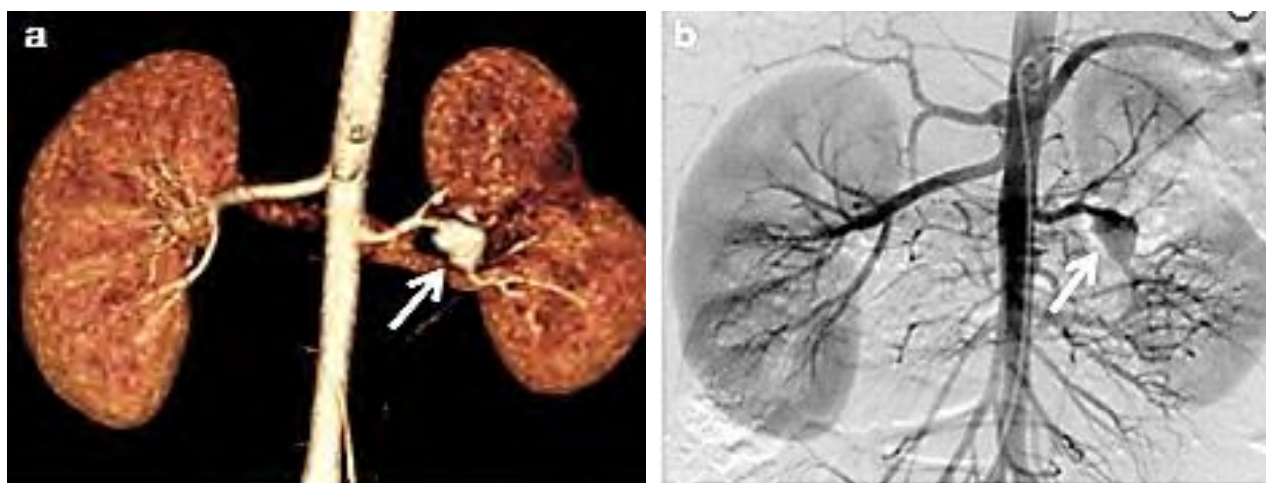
Ангиография почек (computed tomography angiography) ребенок 5 лет, аневризма и стеноз почечной артерии слева (Saida K., 2020)
